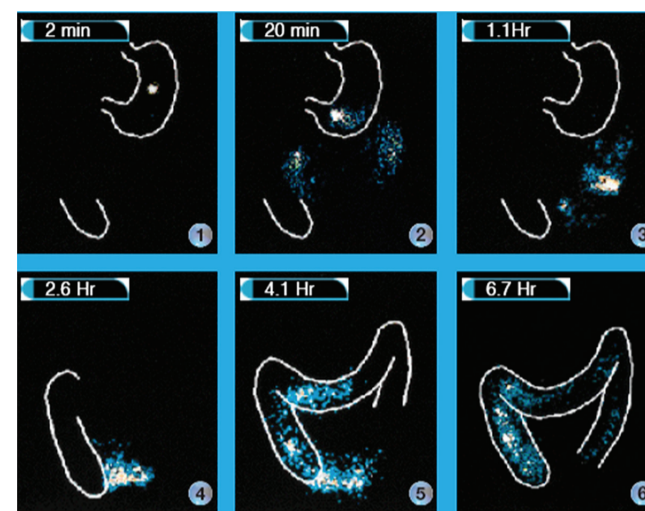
Фармакокинетика Пентасы (данные фармакосцинтиграфических исследований)
